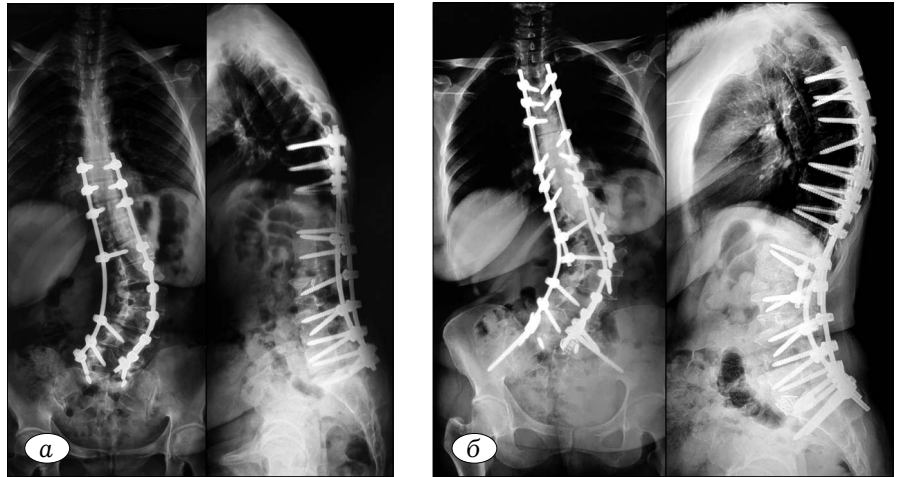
Patient, 53 years old. Diagnosis: Type 4 lumbar levoscoliosis. Condition after surgical treatment. Flatback syndrome. Violation of sagittal balance. Surgery: reassembly of metal structures with the prolongation of fixation; PSO at L1 level. Postural radiographs before (a) and after (b) surgery.
